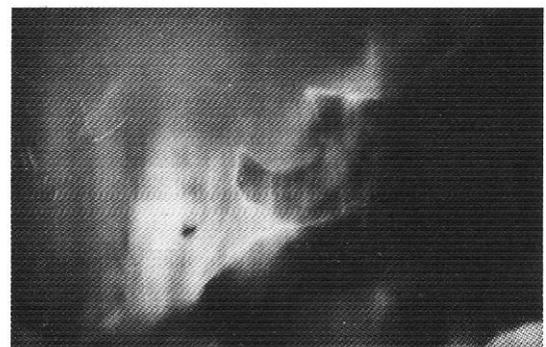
Caso 3. Radiografía de la silla turca.
